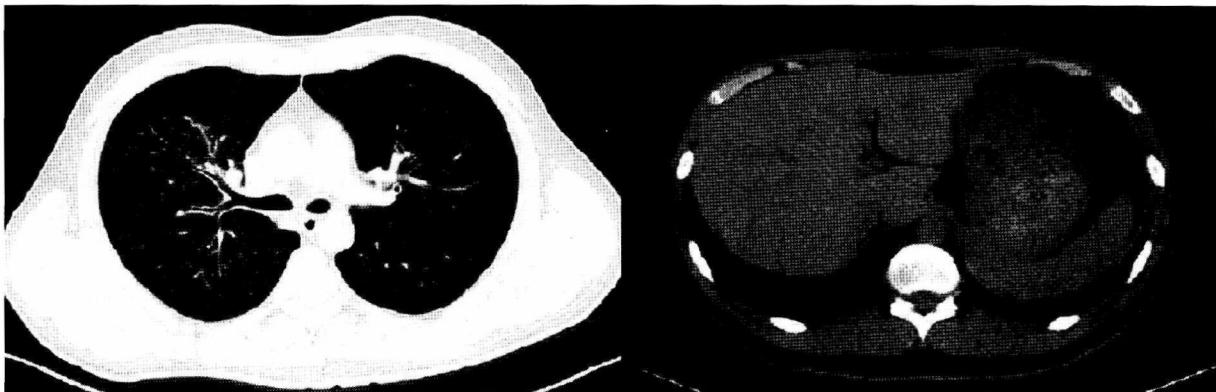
出院前(住院第 13 天)复查肺 CT,右肺渗出明显吸收,胸腔积液消失
